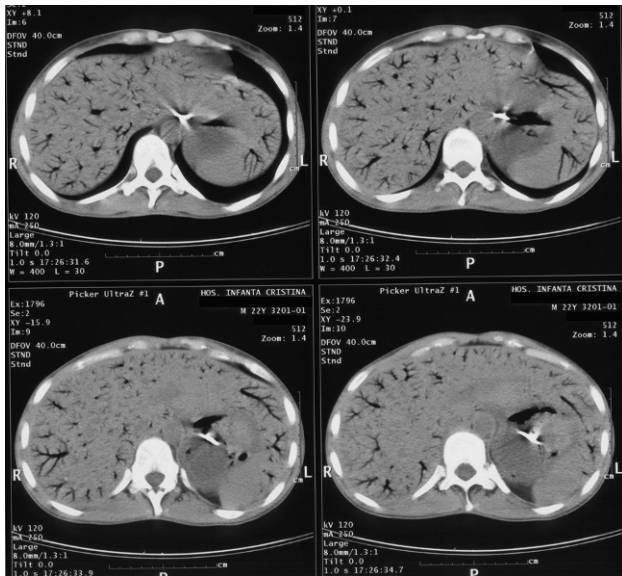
Tomografía computarizada abdominal. gas en el sistema venoso portal y esplénico.
